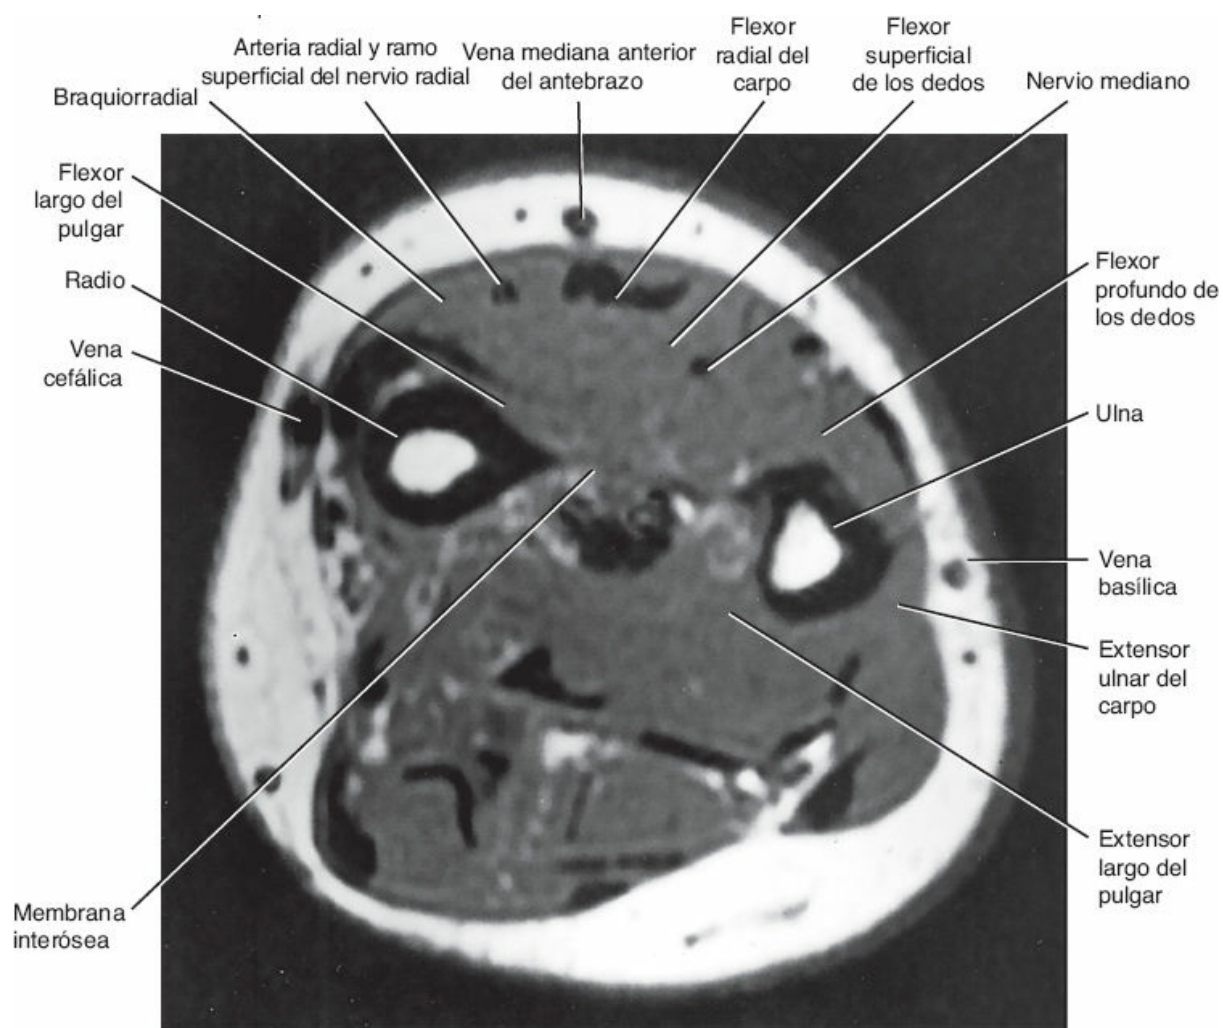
Resonancia magnética transversal (axial) de la porción superior del antebrazo derecho (vista inferior).
